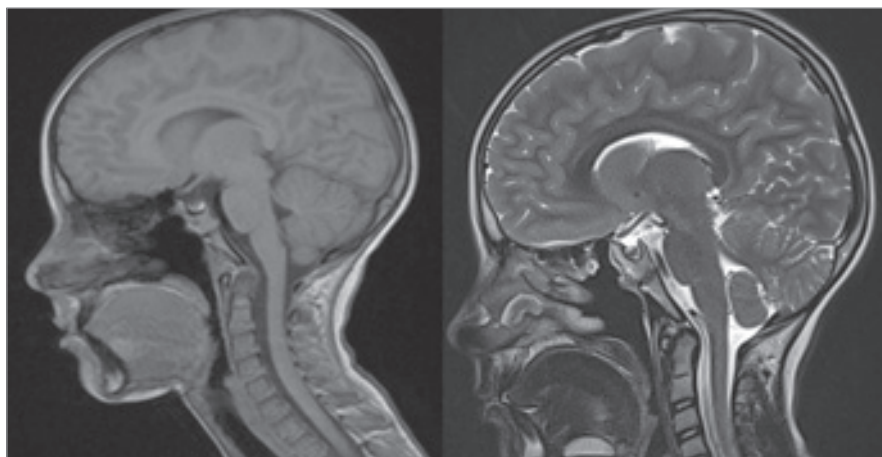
The MRI in T1 (left) and T2 (right) weighted sequence two years after surgery, no evidence of tumor recurrence.
